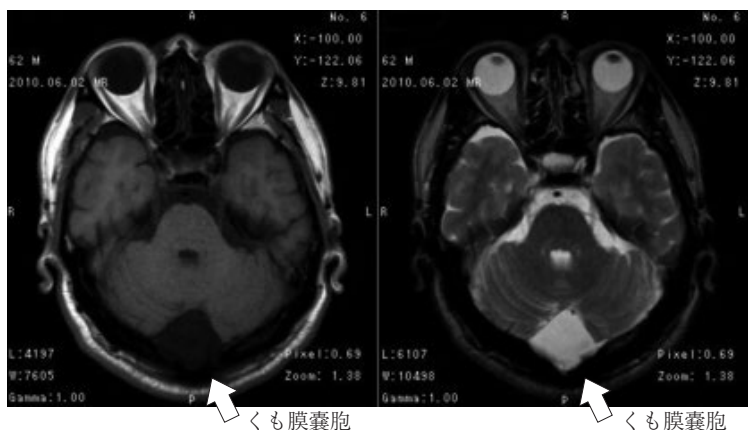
MRI T-1/ T-2画像にて、小脳後頭蓋窩に巨大なくも膜嚢胞が見られるが、周囲への圧迫はない
